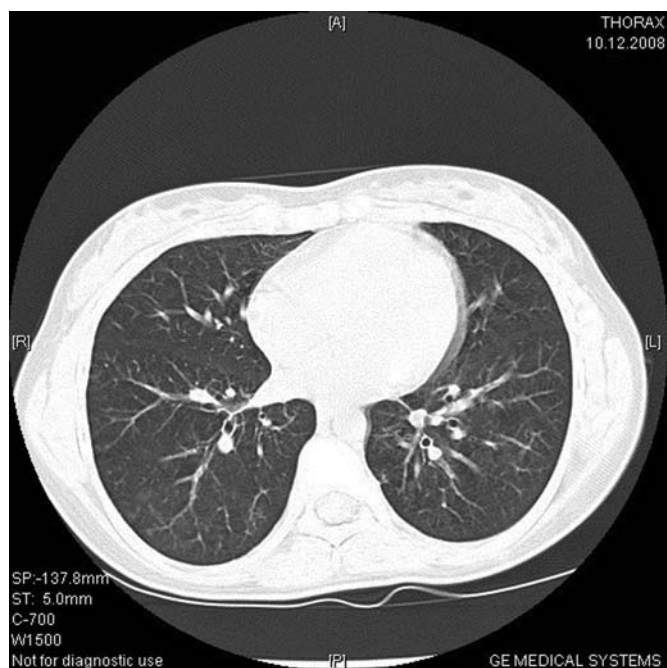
КТ легких пациентки Б.О.В. в динамике: практически полная регрессия распространенных инфильтративных изменений интерстициальной легочной ткани
